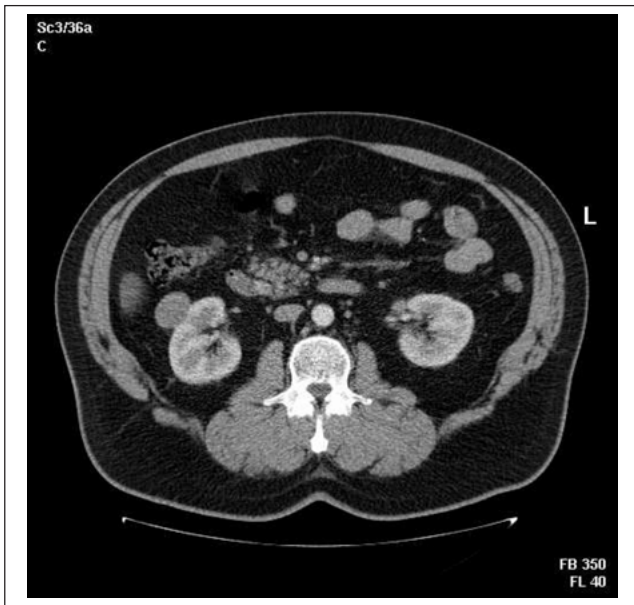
Nierentumor rechts, präop. CT-Darstellung
